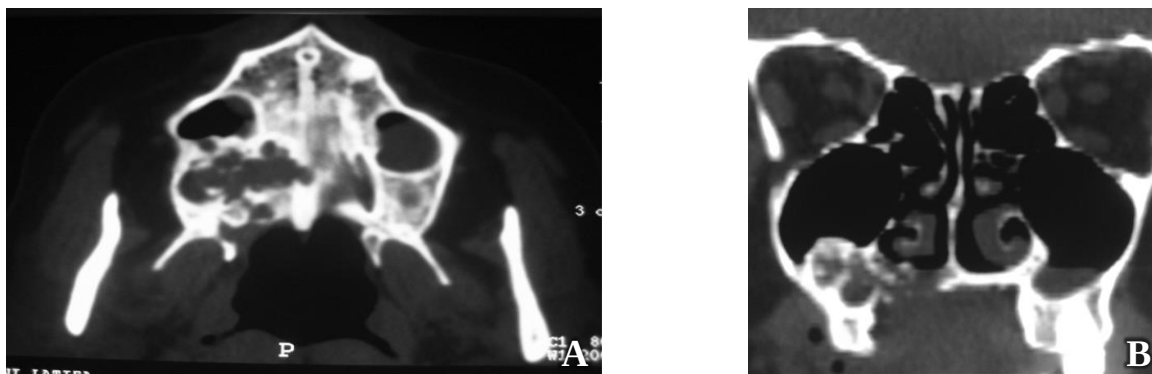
Imagerie TDM d'un carcinome muco-épidermoïde maxillaire.
